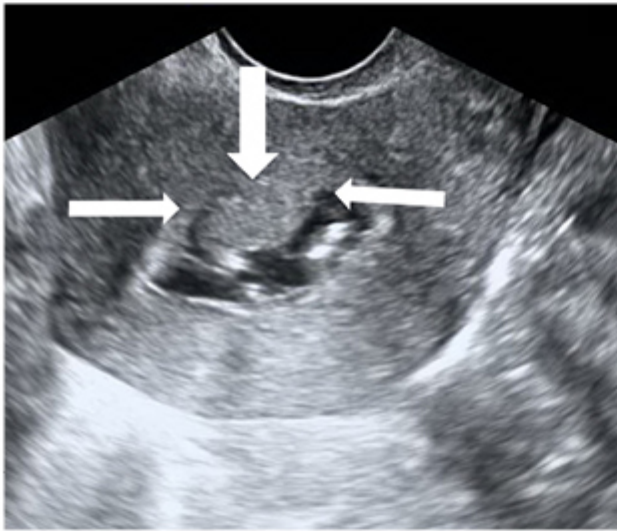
a. Ultrasound—submucosal myoma—round shape, hypoechoic mass
